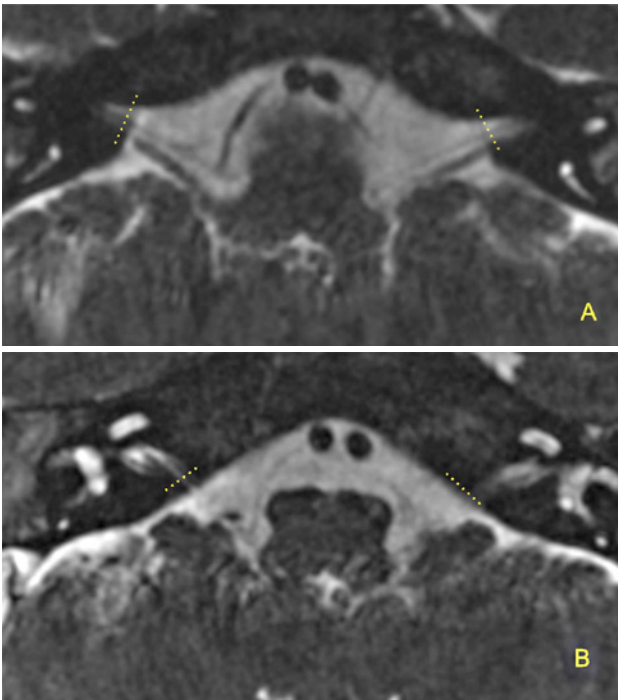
A) RMN axial de CAI en secuencia 3D FIESTA: corte superior de CAI: visualización de VII PC y vestibular superior bilateral. B) RMN axial de CAI en secuencia 3D FIESTA: corte inferior de CAI: Ausencia de nervio coclear, con visualización de nervio vestibular inferior izquierdo.
